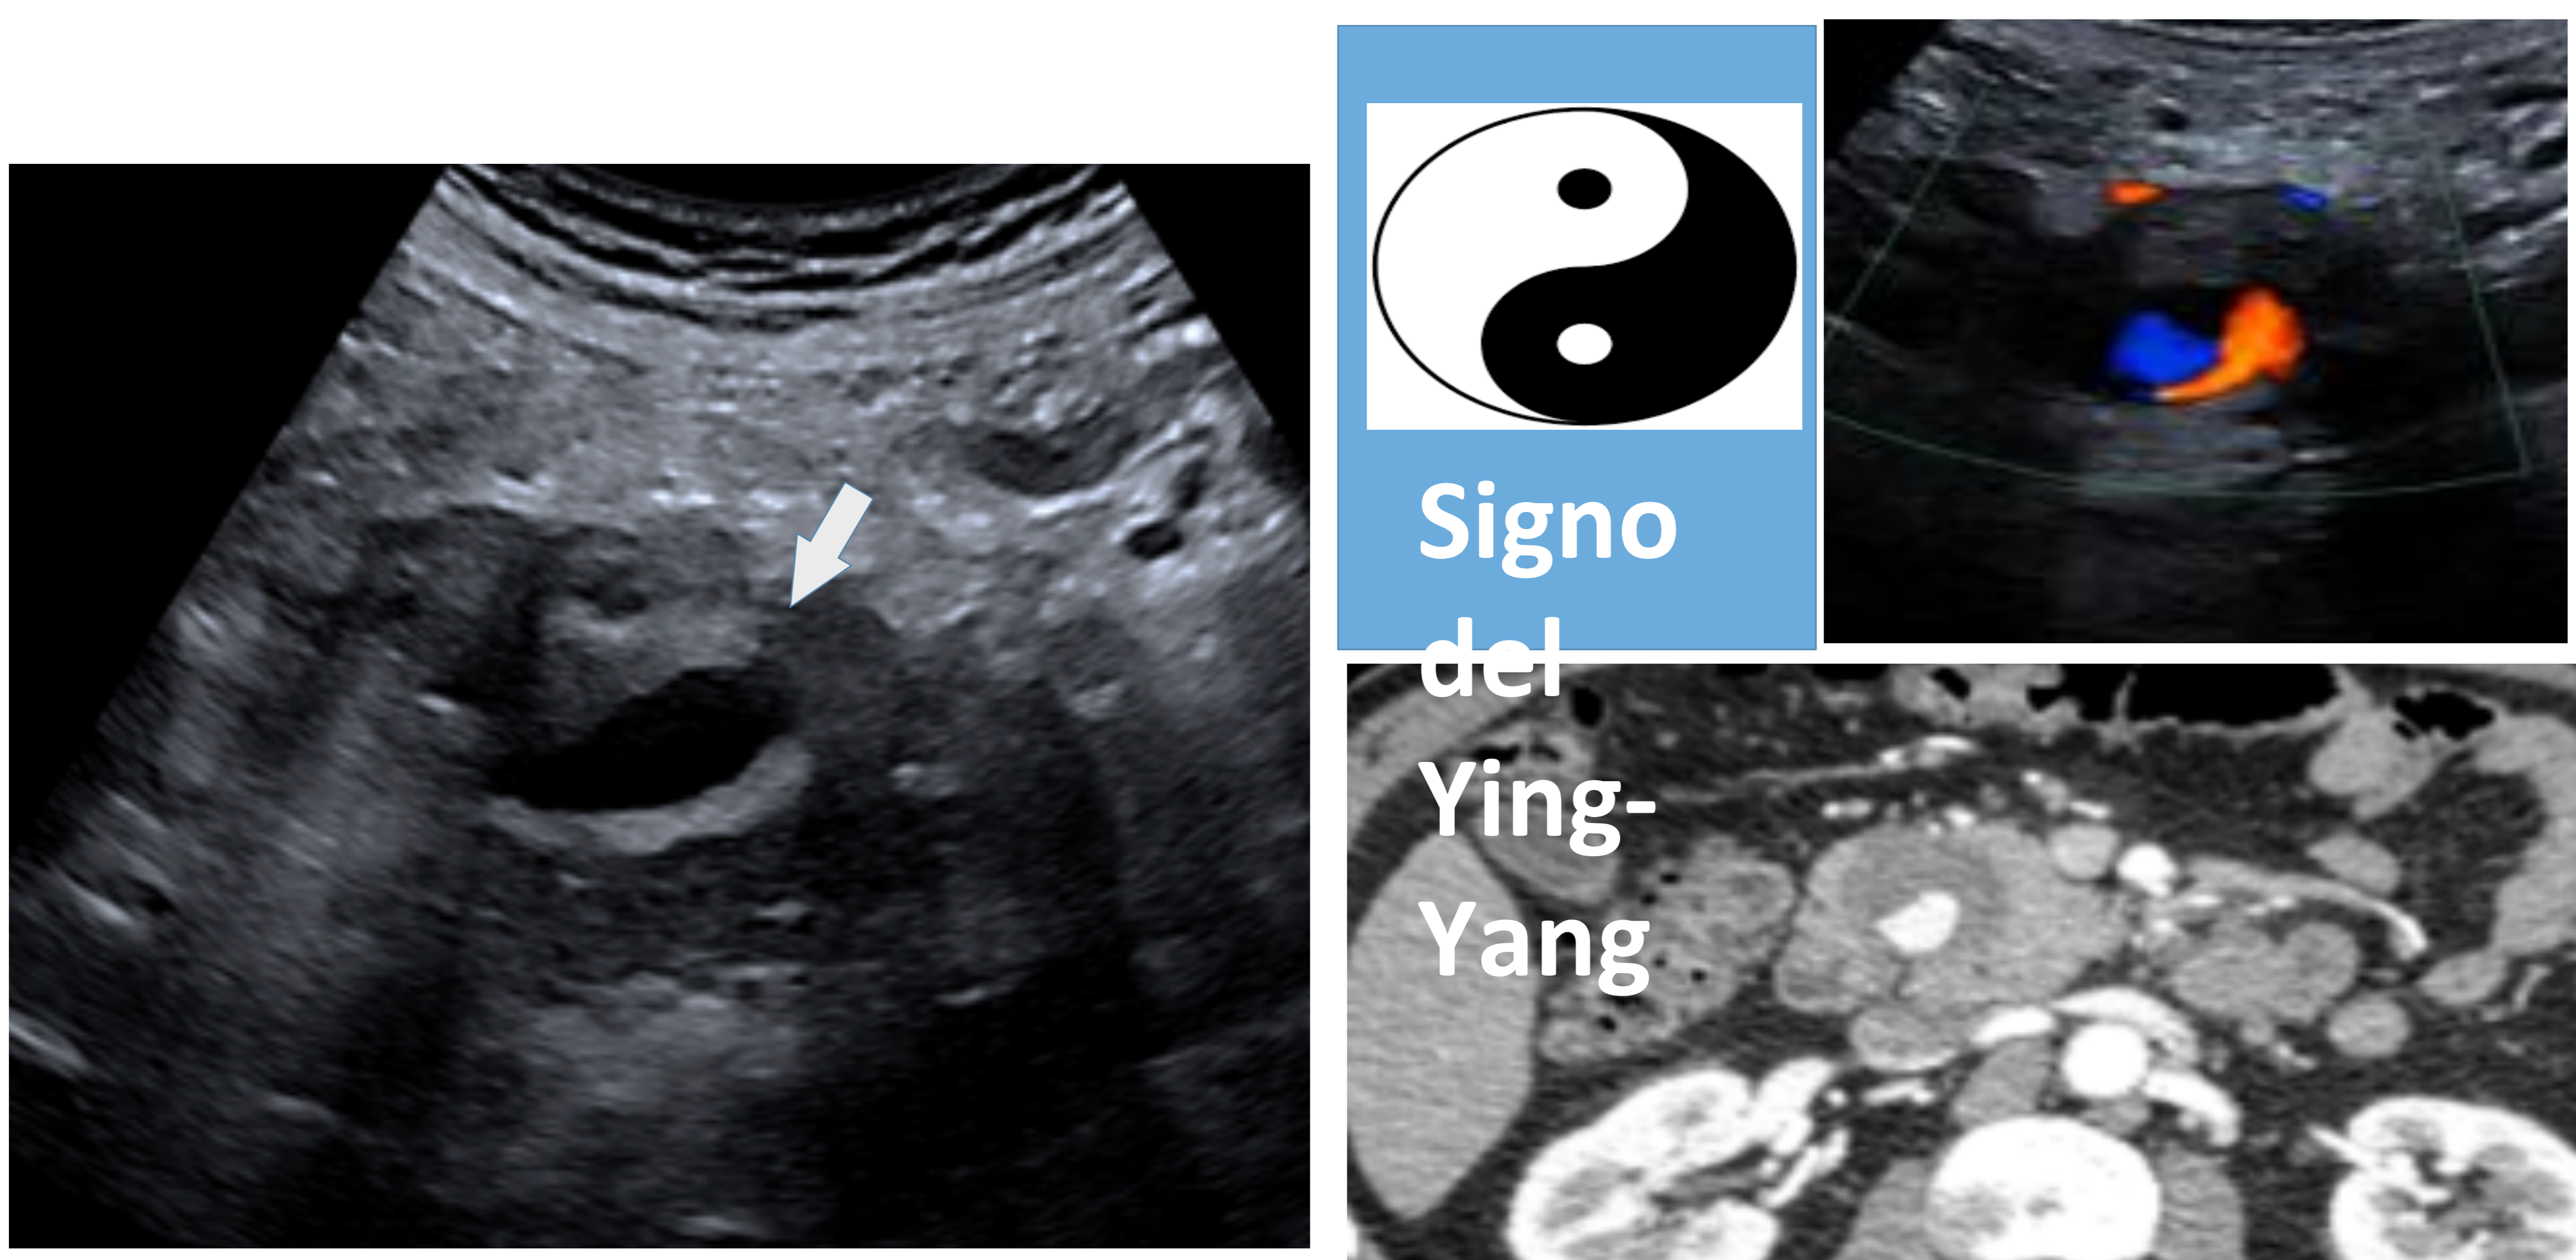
Pseudoaneurisma peripancreático. Signo del “yin-yang” en Doppler color por flujo turbulento. Correlación con TC con contraste iv.
